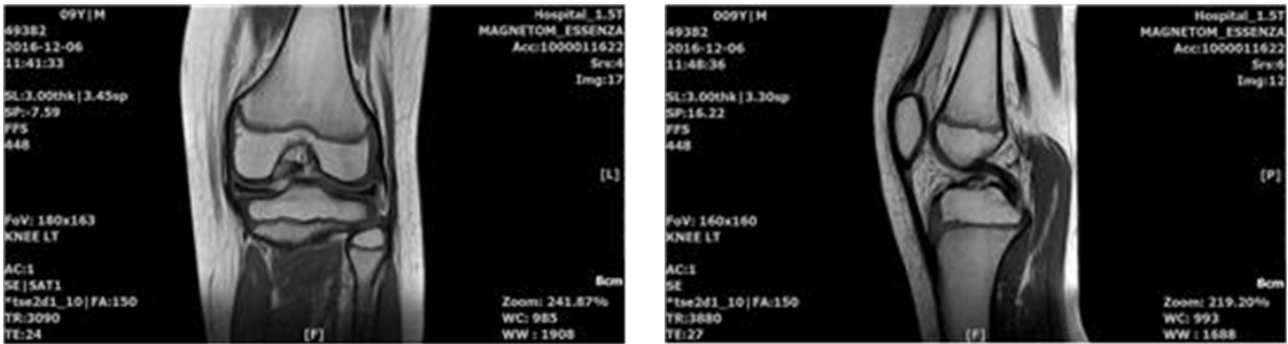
MRI of Lt. knee.
